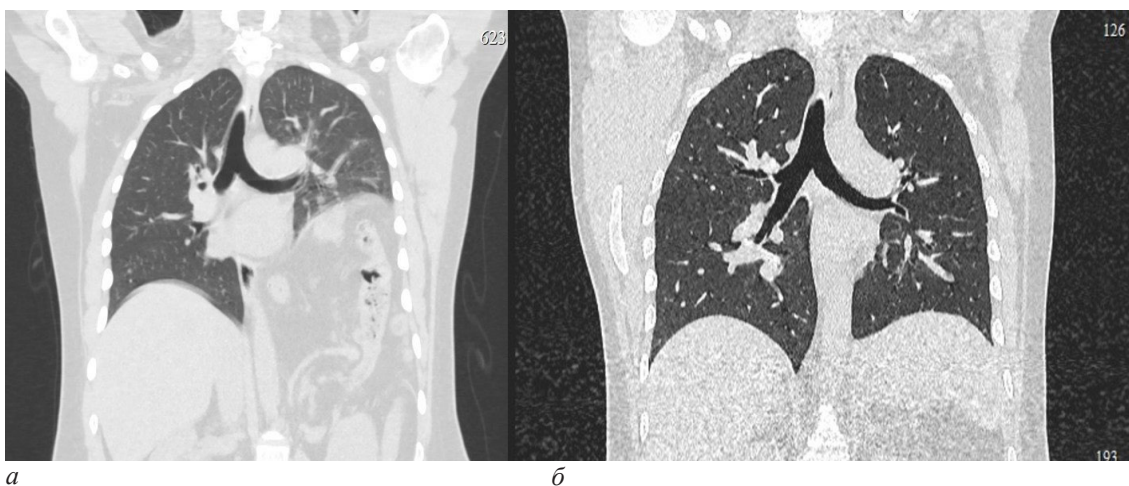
МСКТ ОГК до (а) и через год после операции (б)
